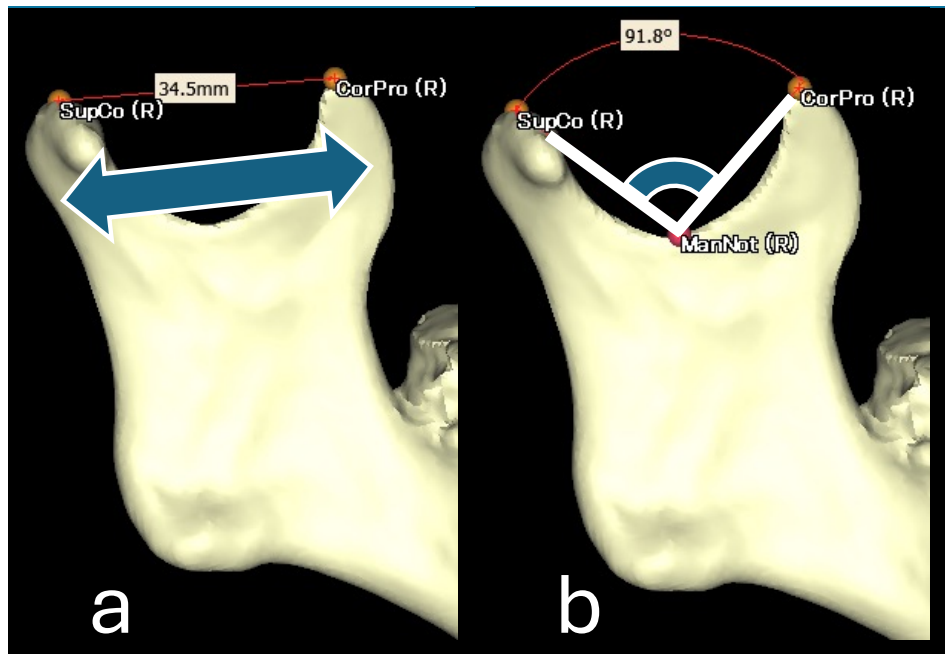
三次元 CT モデル上での線計測および角度計測の一例
